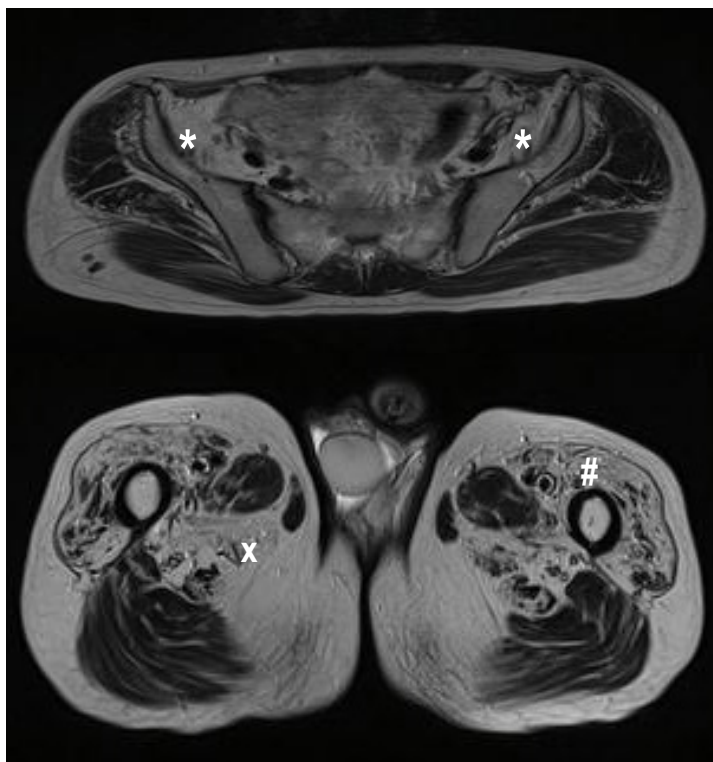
Resonancia Magnética muscular de muslos.
